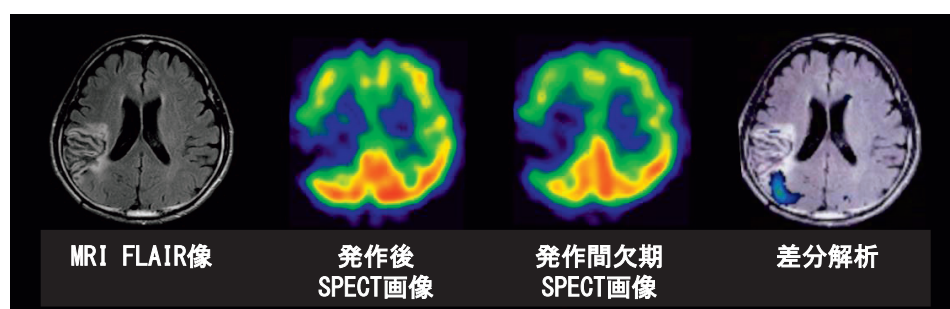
脳卒中後てんかんにおける脳MRI画像と脳血流SPECT画像
